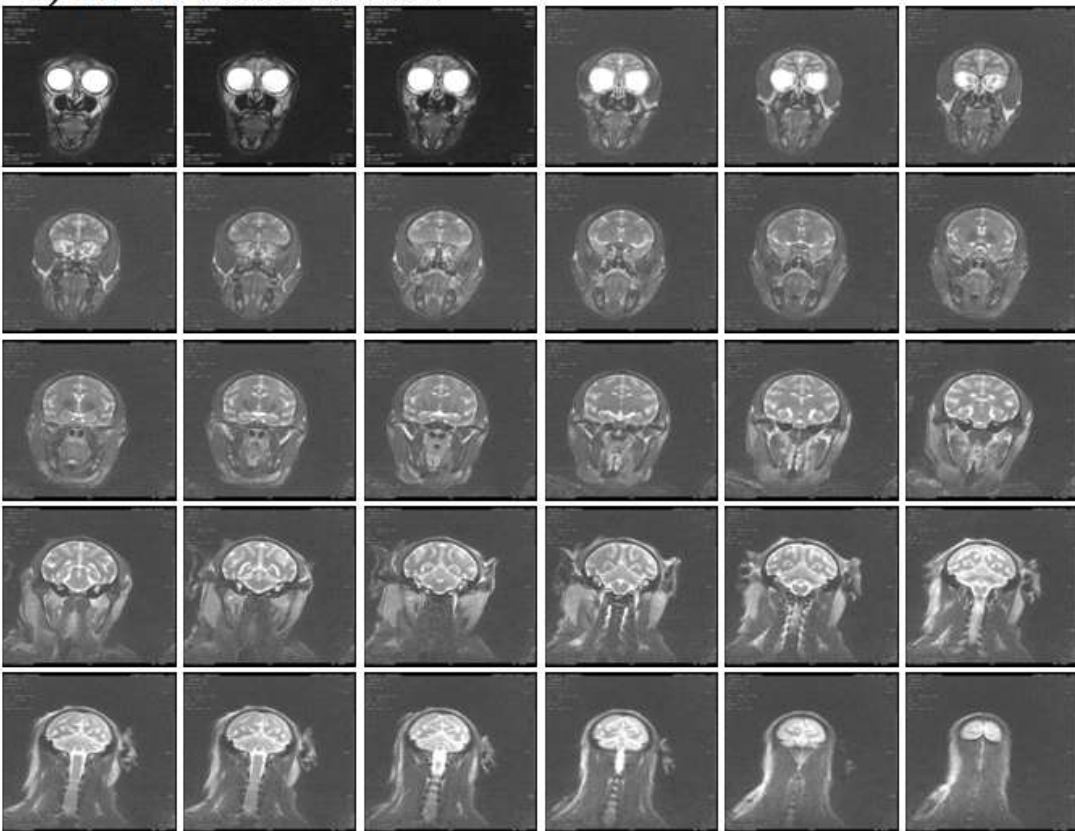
Cynomolgus 원숭이에서 뇌 MRI 지도 작성
